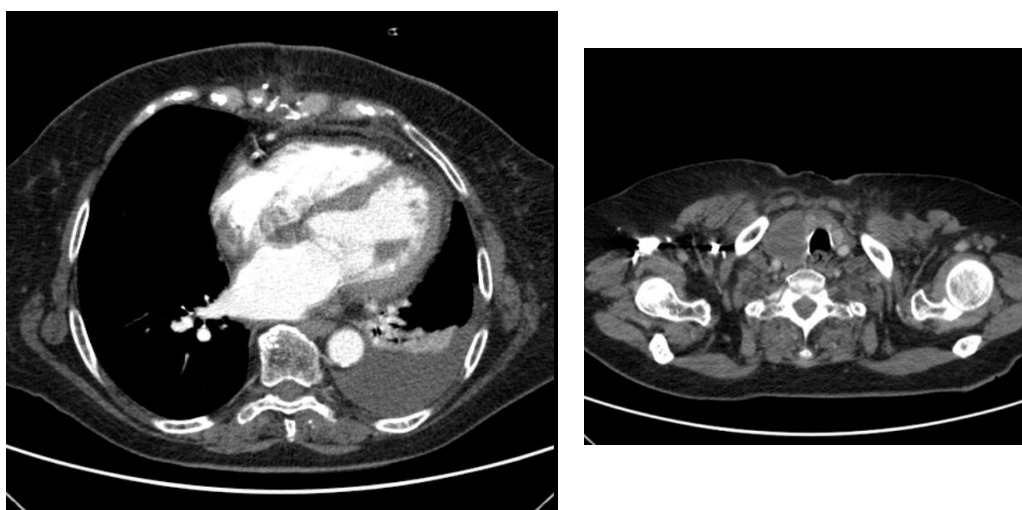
Angio Tomografia Computorizada Torácica que mostra moderada cardiomegália, com sinais de hipertrofia do ventrículo esquerdo, atelectasia do lobo inferior esquerdo por moderado derrame pleural e bócio mergulhante com desvio da traqueia.
